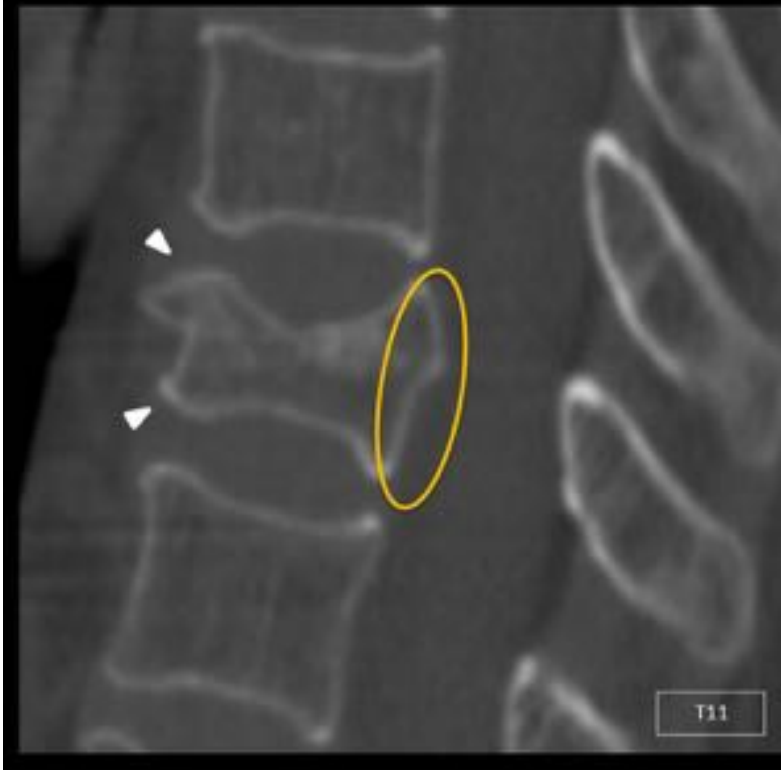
Rx lumbar simple (a),reconstrucción tipo radiografía virtual (b), reconstrucciones MP sagital (c) y axial (d) y reconstrucción 3D con visión lateral de paciente politraumatizado por choque frontal a 90 km/h, sin clínica neurológica. Fractura con morfología de compresión (puntas de flecha blancas), sin afectación de la cortical posterior (circulo amarillo). TLICS: M (1) + CLP (0) + E.N (0): 1 punto, tratamiento conservador.
